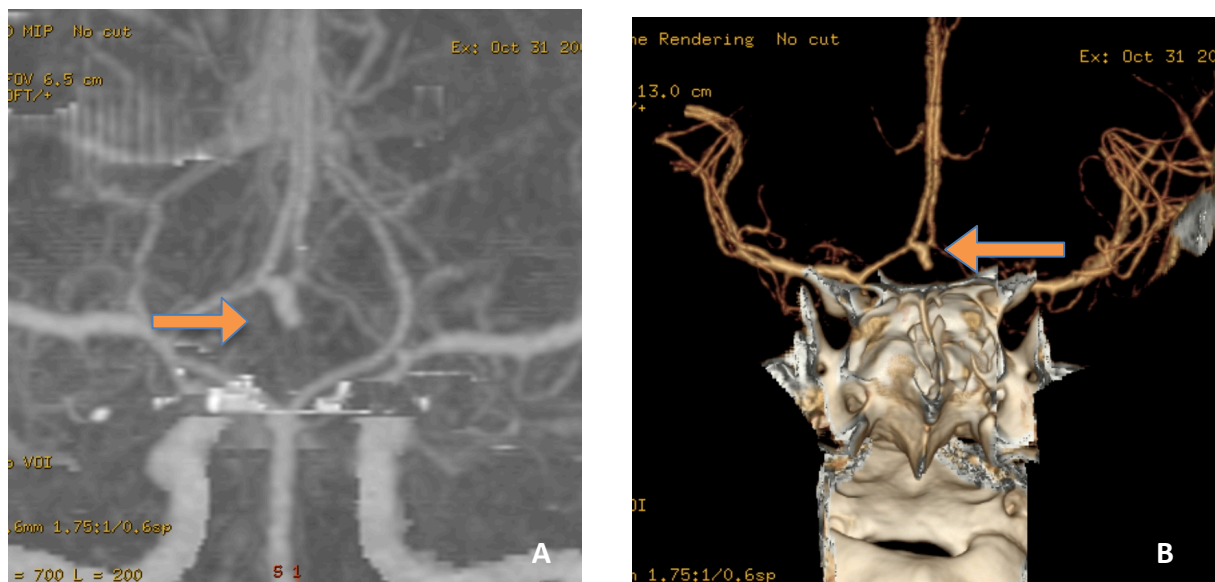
Angio-TAC mostrando imagem de aneurisma ao nível da artéria comunicante anterior (seta). (A): MIP (B): Reconstrução 3D
